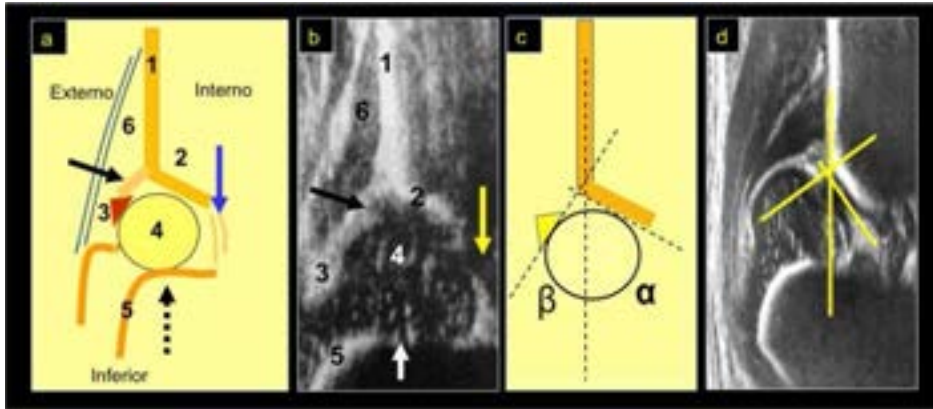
Ecografía de cadera, corte coronal en flexión
